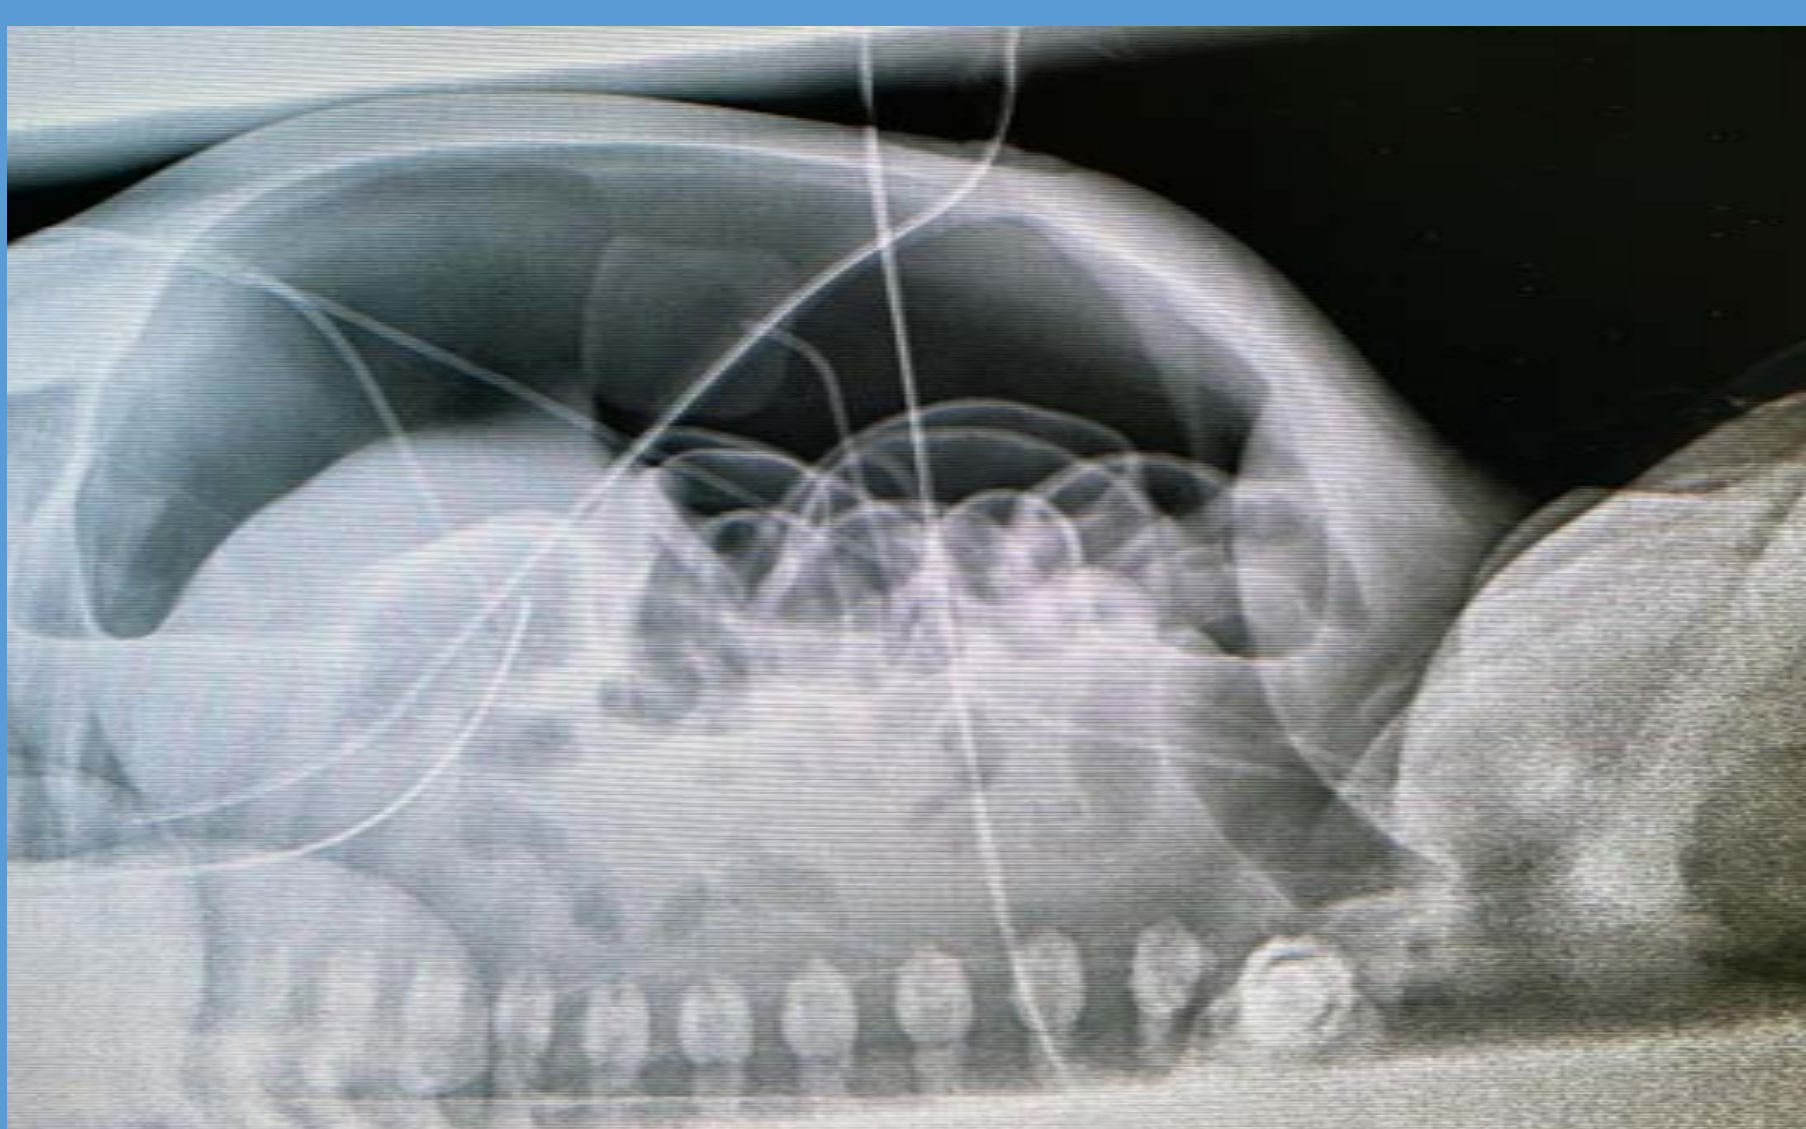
Neumoperitoneo en radiografía abdominal de control.
